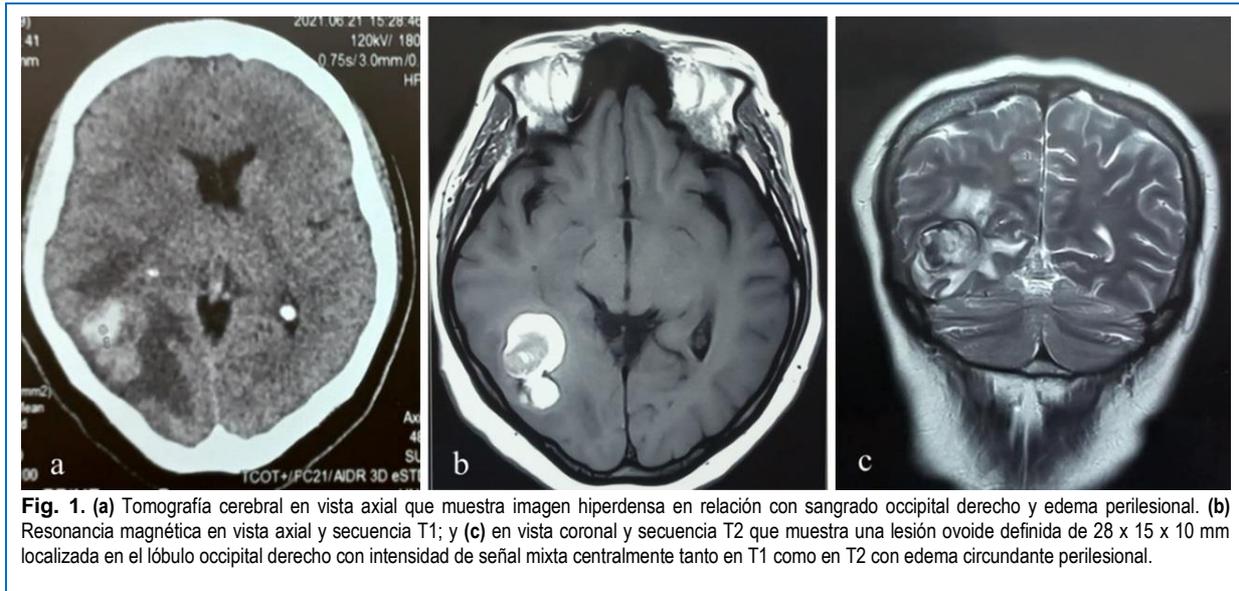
(a) Tomografía cerebral en vista axial que muestra imagen hiperdensa en relación con sangrado occipital derecho y edema perilesional. (b) Resonancia magnética en vista axial y secuencia T1; y (c) en vista coronal y secuencia T2 que muestra una lesión ovoide definida de 28 x 15 x 10 mm localizada en el lóbulo occipital derecho con intensidad de señal mixta centralmente tanto en T1 como en T2 con edema circundante perilesional.
